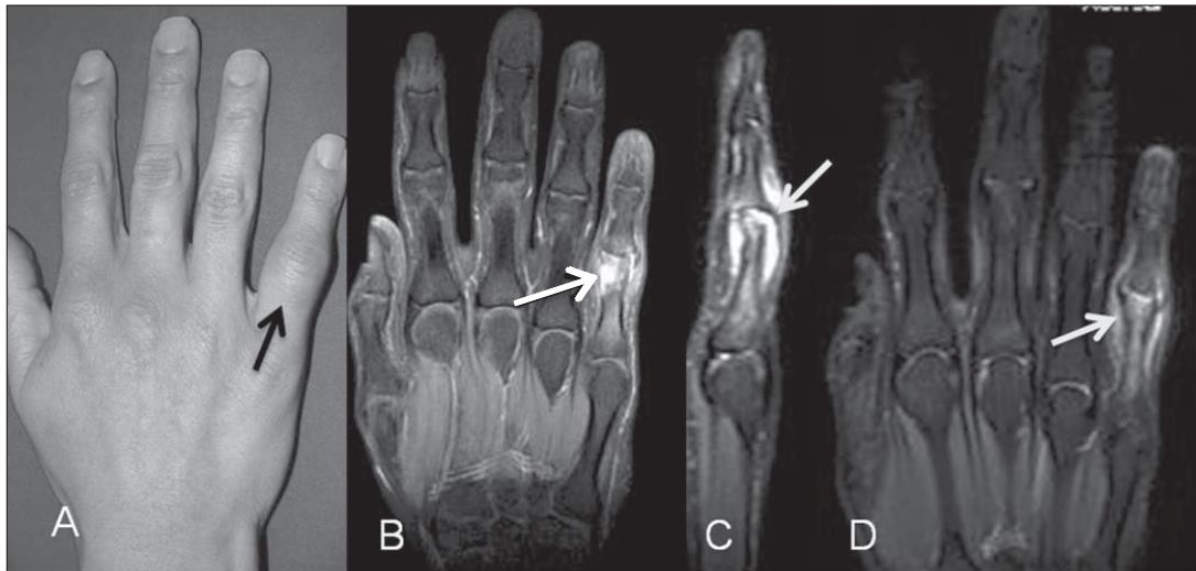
Artrite séptica da interfalângica proximal do quinto dedo. Paciente lúpica com dor e aumento de volume local (A). RM no plano coronal e sagital T2 com supressão de gordura (B,C) demonstrando edema medular nas bordas ósseas (seta em B) e distensão por líquido da cápsula articular da interfalângica proximal do quinto dedo (seta em C). Na imagem sagital fica mais bem caracterizada, também, a erosão da falange proximal correspondente. RM no plano coronal T1 pós-contraste (D) demonstrando o realce envolvendo osso, sinóvia e partes moles dessa área (seta).
